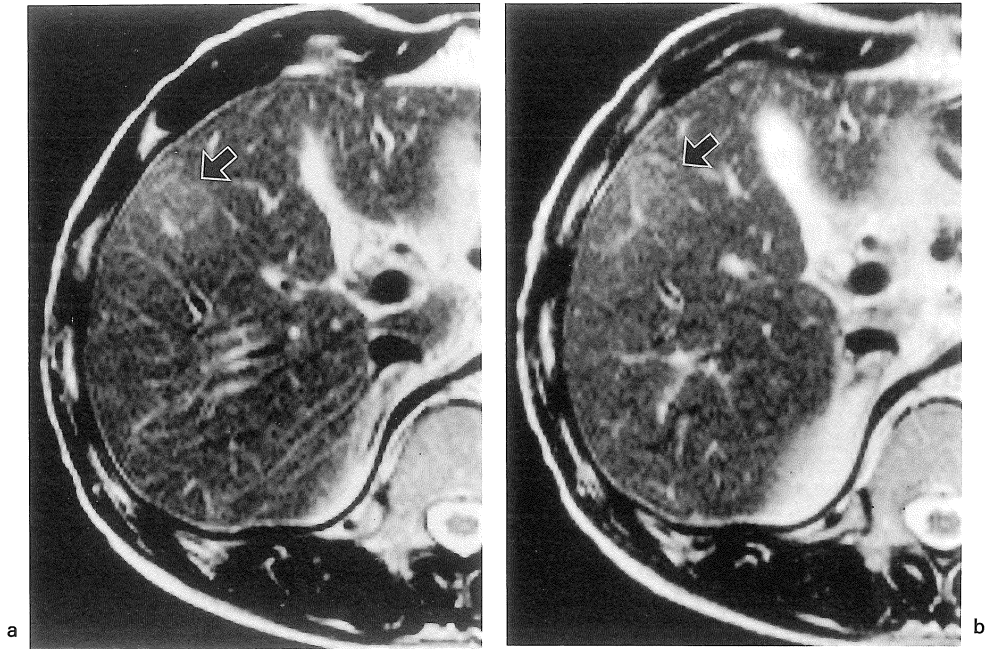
RT-TSE MR images using ET11 (a) and ET17 (b).
